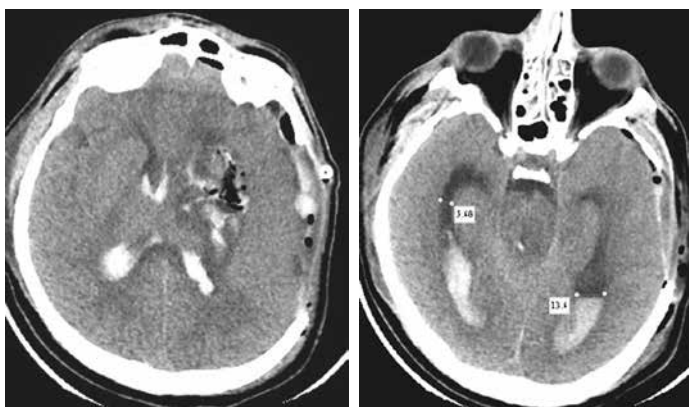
Контрольная КТ головного мозга пациента Г. на следующие сутки после операции
